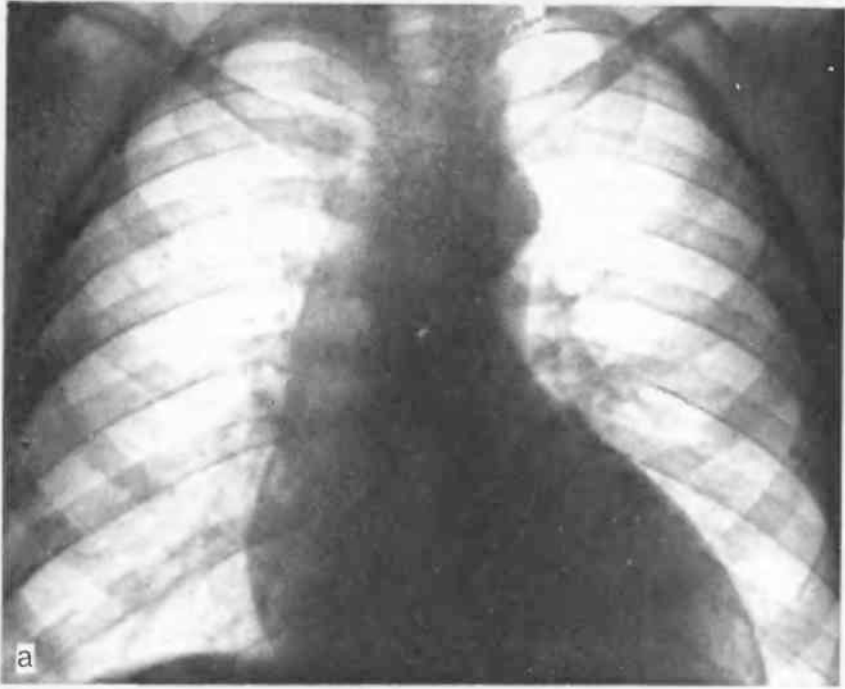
К заданию 27. Рентгенограмма сердца в прямой (а), правой косой (б) и левой косой (в) проекциях.
